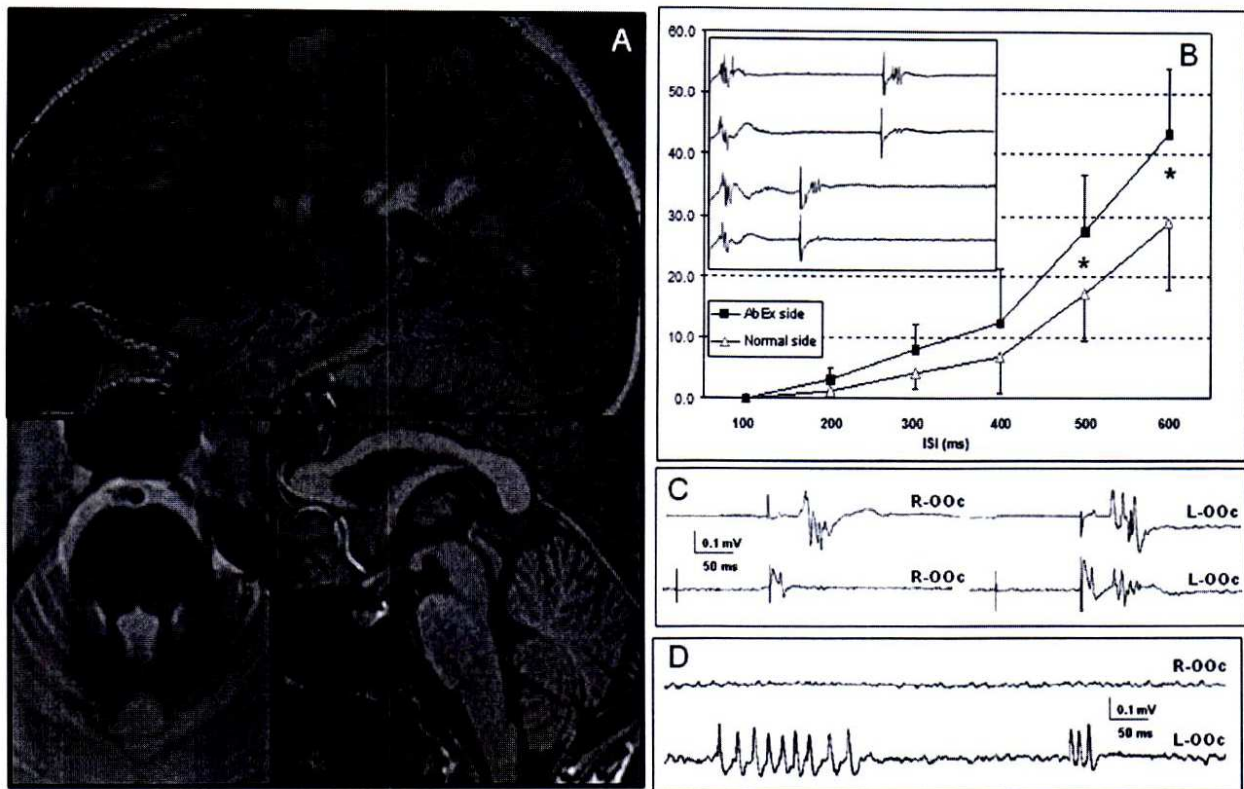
Blink reflex excitability abnormalities and brain MRI in a representative AbEx patient (n° 9). In A, supratentorial demyelinating lesions are identified (sagittal FLAIR sequence, upper image) in absence of brainstem lesions (axial T2-weighted and sagittal T1-MPRAGE sequences, lower images). In the inserted figure (B), significant individual differences on BRER can be observed between the side with largest OOC response size (AbEx side; first and third traces) and the contralateral side (normal side; second and fourth traces) at the 600 (upper traces) and 300 milliseconds-ISIs (lower traces). In C, the BRIP was examined on both *orbicularis oculi* (OOC; R= right and L= left) to ipsilateral prepulses. Upper traces show the R1 and R2 responses obtained to ipsilateral supraorbital nerve (SON) stimulus without a prepulse. In lower traces, normal inhibition of the R2 response to a somatosensory prepulse delivered 100 ms before is only observed in the right side, but not in the left. In D, bilateral OOC surface recording in the same subject showing myokymic discharges on the left side. The BRER curve of all AbEx patients (n=9) is also represented plotting the mean value (plus standard error) of each paired-stimuli interval (ISI, in milliseconds) (B). Data from both normal and AbEx sides (see above) were employed to build two curves. A higher mean value in the response's recovery was obtained in the side with largest OOC response size, with respect to the opposite side from 200 to 600 ms, with statistically significant differences in the 500 and 600-ISIs (marked with an asterisk, $p<0.05$). doi:10.1371/journal.pone.0103897.g004
